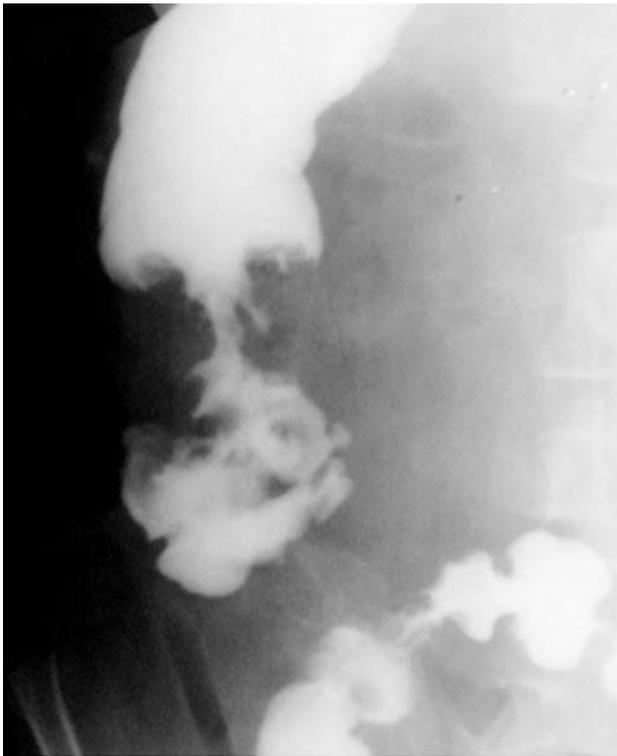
Рентгенограмма слепой и восходящей ободочной кишки в фазу тугого заполнения. Циркулярный дефект наполнения. Экзофитный рак, туберозная форма
